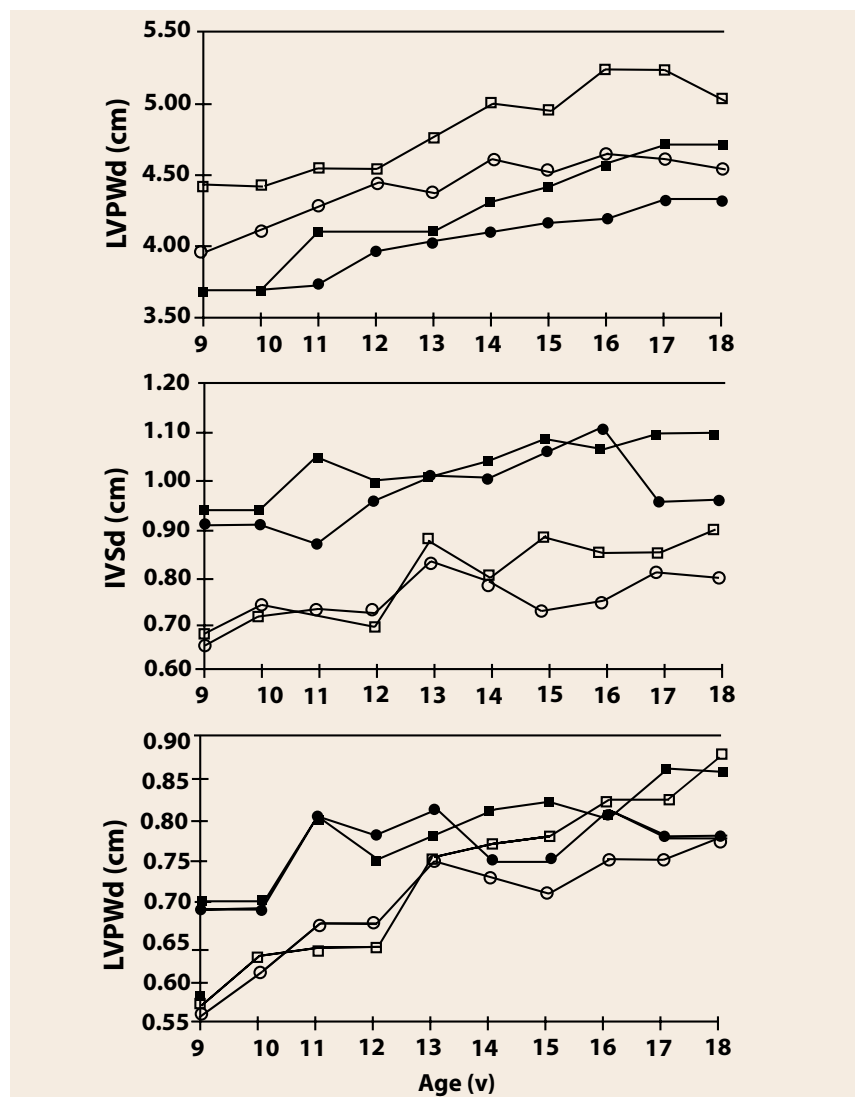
Suivi longitudinal des paramètres échographiques chez des enfants sédentaires (□ garçons et ○ filles) entraînés (■ garçons ● filles). LVIDd : diamètre télédiastolique du ventricule gauche ; IVSd : épaisseur du septum ; LVPWd : épaisseur du mur postérieur du ventricule gauche. D'après la référence 21.
